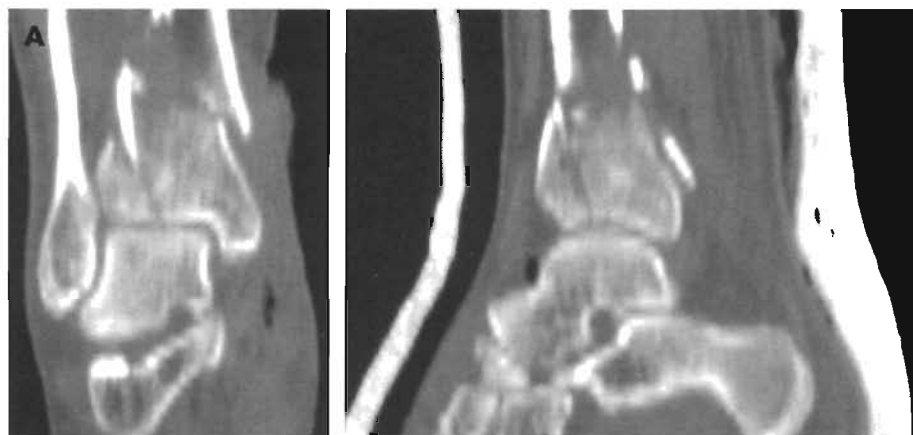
Fractura articular abierta de pión tibial. A. TC inicial. B. Osteosíntesis mediante fijador externo híbrido y tornillos interfragmentarios. C. Aspecto clínico de la fractura abierta. D. Consolidación final.
